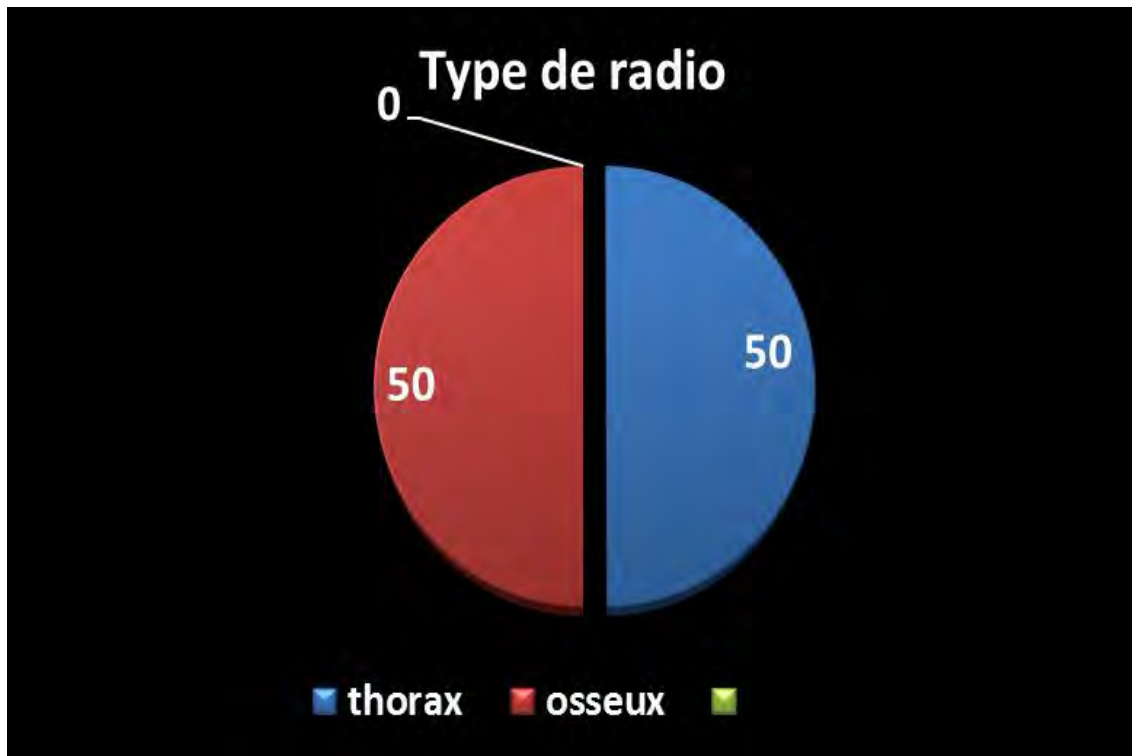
Répartition des radiographies standards selon le type
